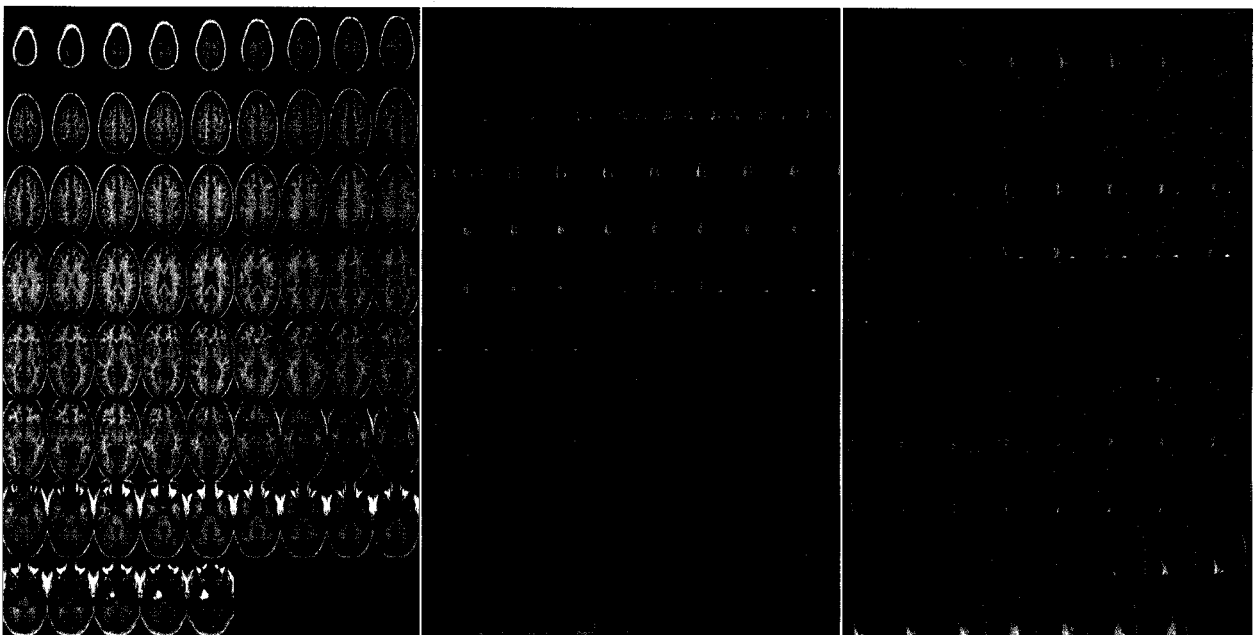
Ictal-interictal subtraction image of brain SPECT (p value=0.01) shows hyperperfusion in the middle frontal and precentral gyrus of left frontal lobe and superior and inferior frontal gyrus of right frontal lobe.
